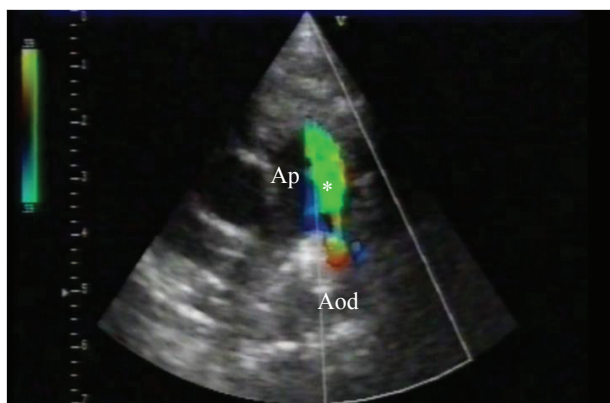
Ecocardiograma com Doppler a cores do Canal Arterial. Plano para-esternal, eixo curto, verificando-se fluxo de alta velocidade (*) da Aorta descendente (Aod) para a Artéria pulmonar (Ap), através da Persistência do Canal Arterial
